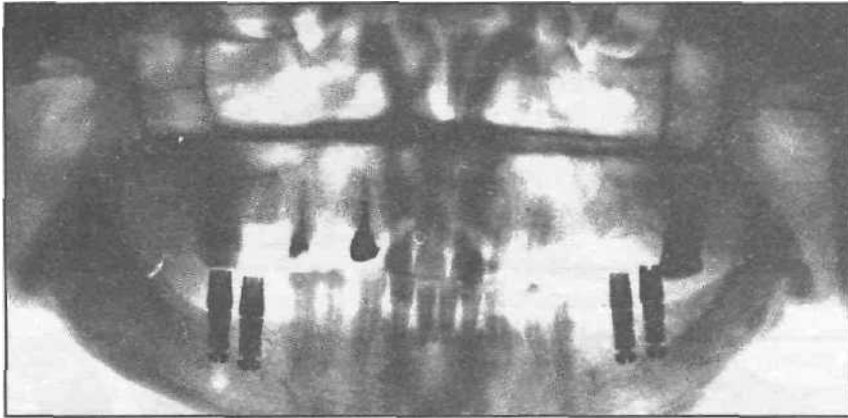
Рентгенограмма нижней челюсти больного с применением внутрикостных имплантатов с регулируемой системой фиксации.
